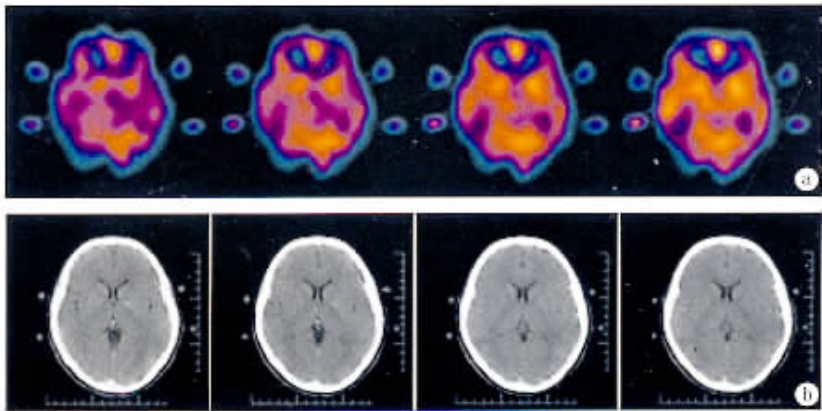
脑 SPECT 功能图像和脑 CT 解剖图像
